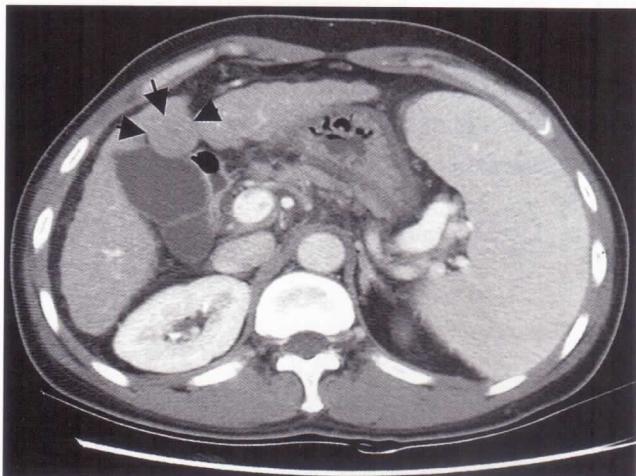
Abdominal CT: About 2cm sized iso- and slightly low attenuated lesion was noted on the inferior portion of segment 4 of liver, compatible with dysplastic nodule without arterial enhancing component. Arrows indicate dysplastic nodule.
